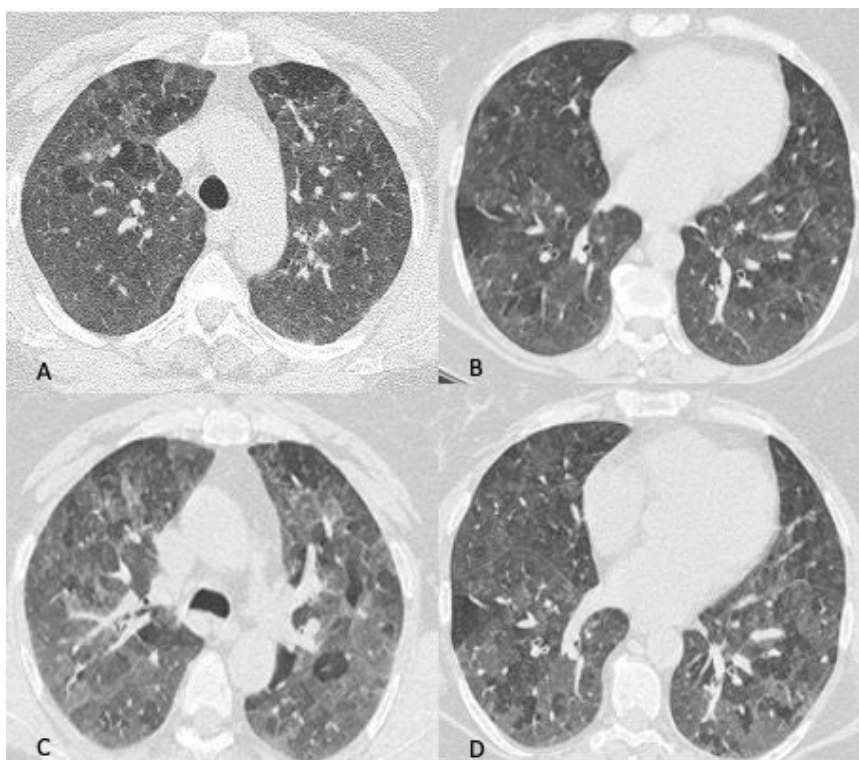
Donna di 53 anni bracciante agricola, giunge al Pronto Soccorso per febbre, dispnea ingravescente, tosse e mialgia. La TCAR eseguita all'ingresso (A e B) mostra "vetro smerigliato" diffuso cui si associano aree di ipodensità parenchimale e aree di parenchima normale in rapporto a "three density" pattern. Le scansioni effettuate in espirazione (C e D) mostrano inoltre la presenza di intrappolamento aereo. L'ipotesi diagnostica formulata (in seguito confermata) in considerazione dei reperti TC e dell'anamnesi lavorativa della paziente è stata quella di polmonite da ipersensibilità in fase acuta/subacuta non fibrosante.
